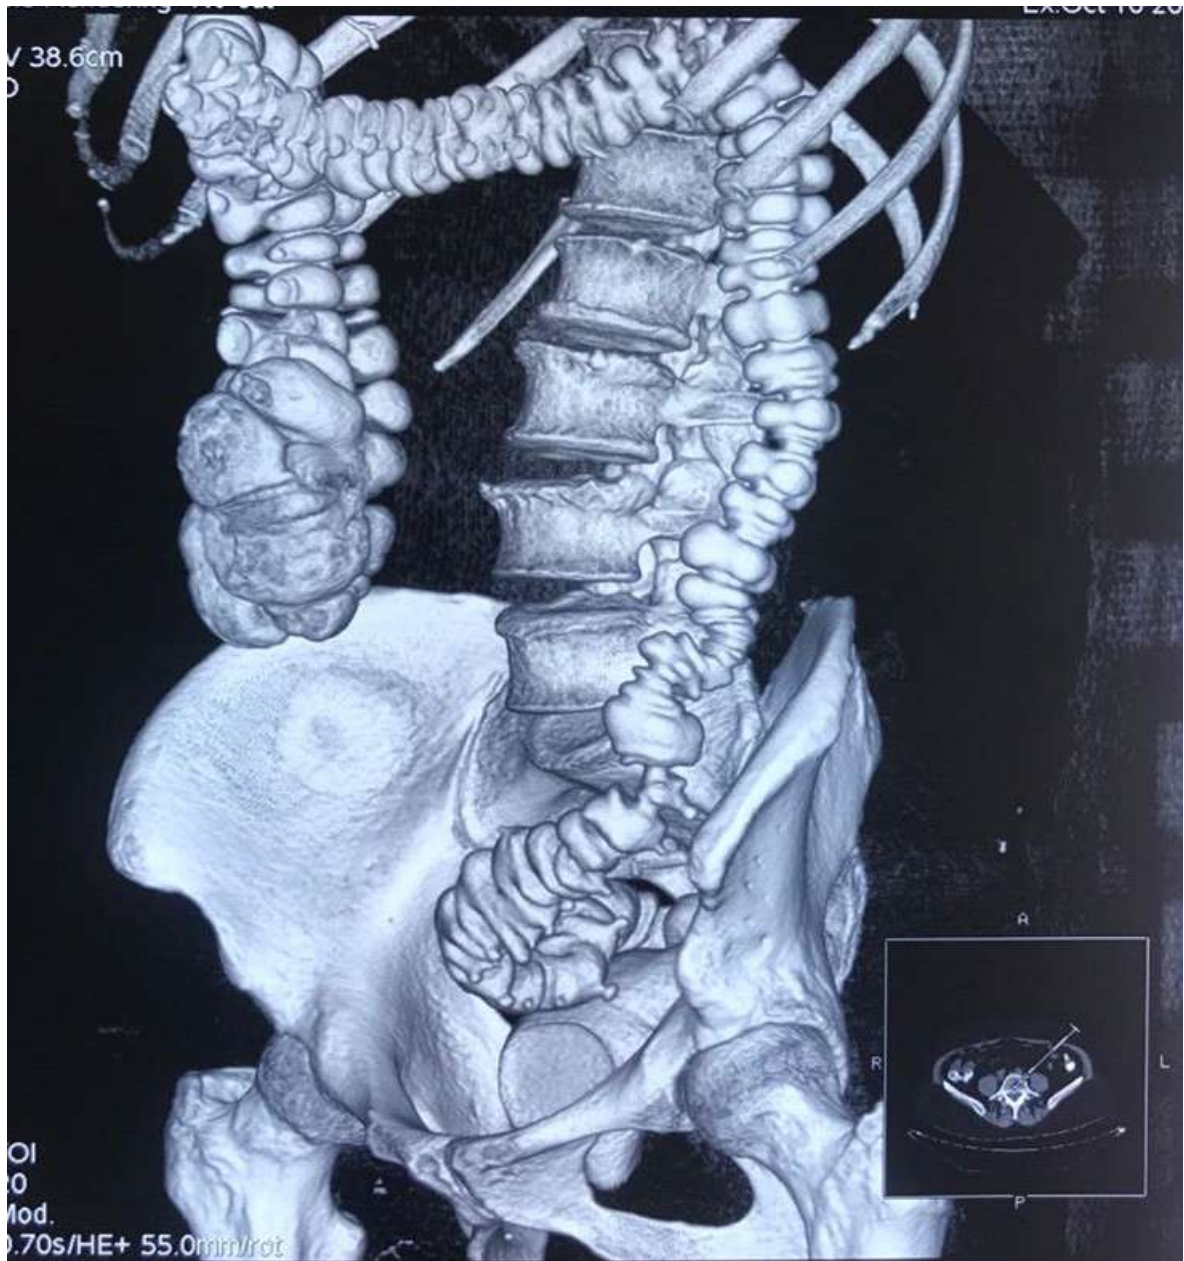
КТ с контрастированием толстой кишки при контроле внутреннего давления 3D реконструкция
